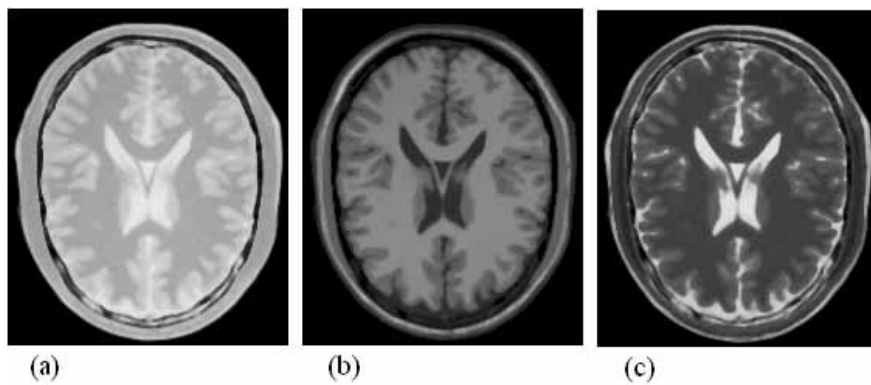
PD (a) , T1 (b) 和T2 (c) MRI图的轴向中间切片。
